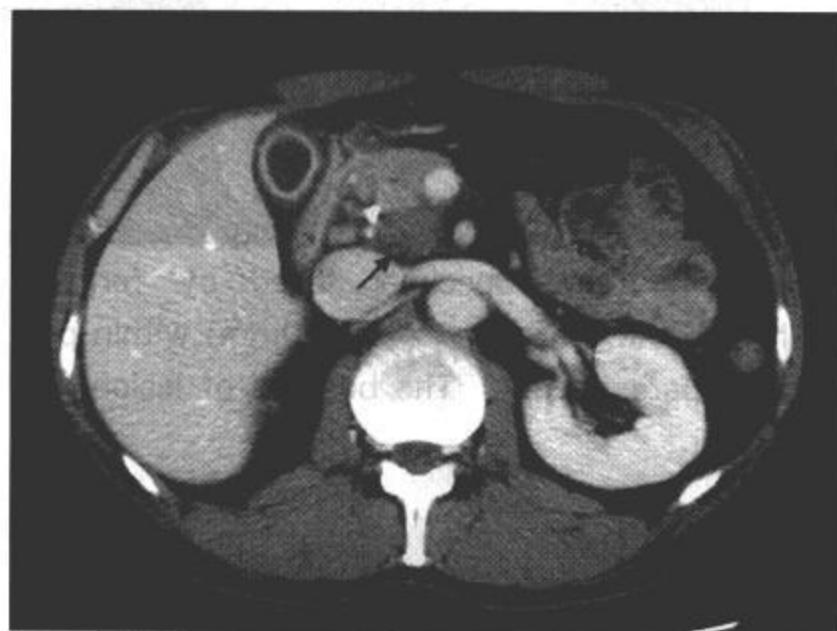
In CT scan, the ischemic mass sized 27mm×21mm was found in the head of pancreas. It was not enhanced in early and portal phase.
